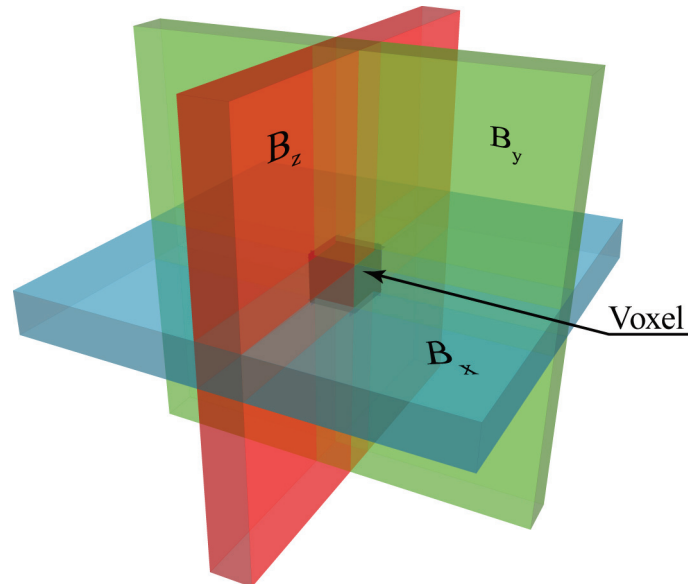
Im Interferenzbereich aller drei Magnetfelder liegt das zu untersuchende Voxel. Resonanzimpulse kommen bei entsprechender Stimulationseinstellung nur aus diesem Areal.
